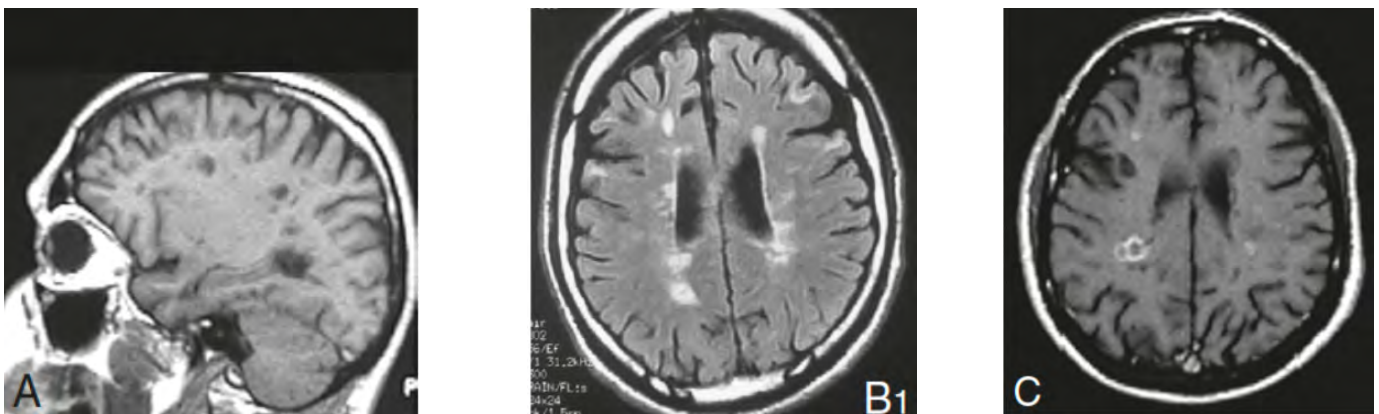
Imagerie cérébrale de la SEP : A. IRM en séquence T1 ; B1. IRM en séquence FLAIR ; IRM en T1 avec injection de Gadolinium [29]
